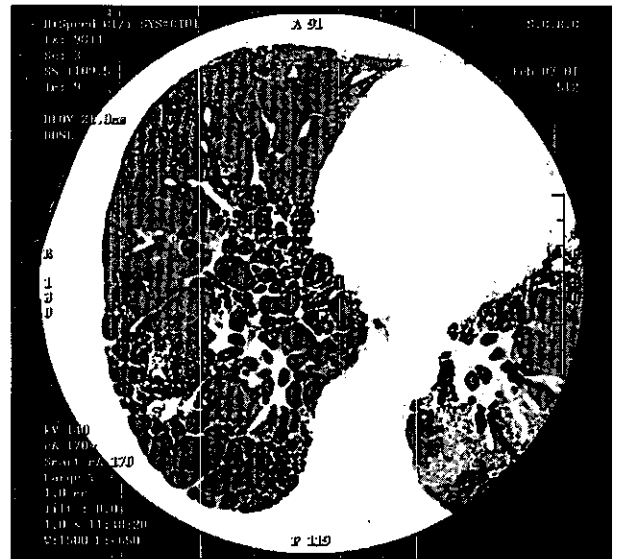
特発性肺線維症 (IPF) の HRCT 画像
